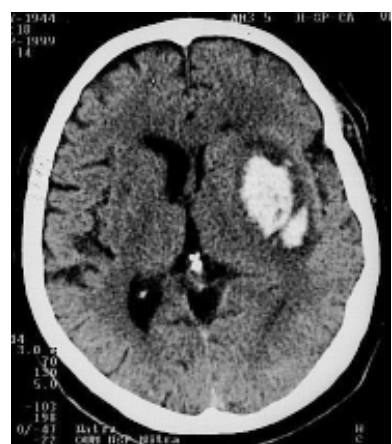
CT scan of the spontaneous intracerebral hemorrhage in left basal ganglia region.
